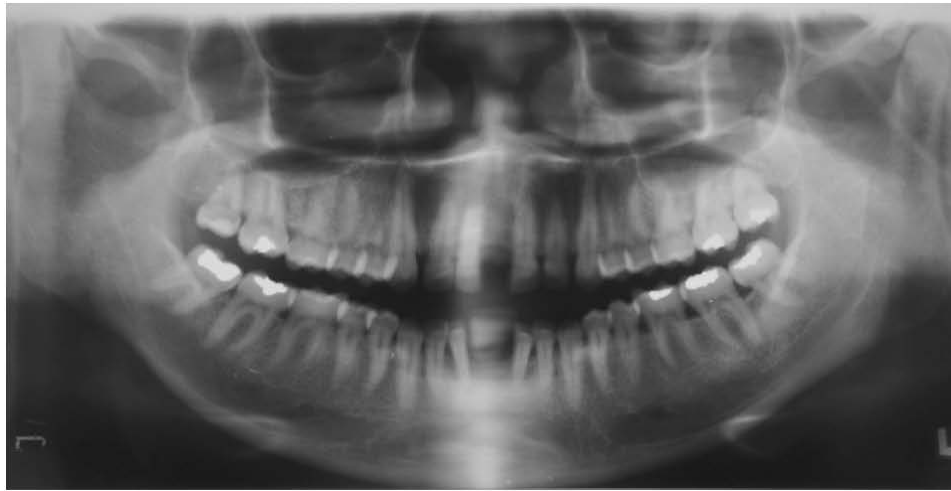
Radiografías iniciales. (a) Radiografía panorámica, (b) Radiografía periapical del DLM superior y (c) Radiografía periapical del DLM inferior.
